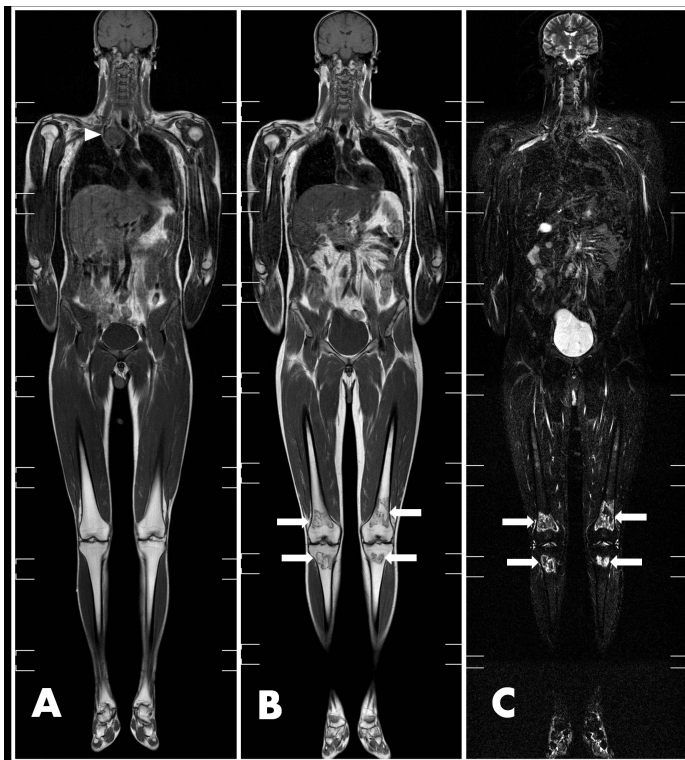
Uomo di 21 anni con Linfoma di Hodgkin. L'immagine T1w coronale (A) prima della terapia mostra una massa mediastinica linfonodale. Le immagini T1w (B) e T2w-STIR (C) coronali dopo il trattamento con 8 BEACOPP evidenziano delle lesioni osteonecrotiche nelle regione metadiafisarie distali dei femori e metadiafisarie prossimali delle tibie (freccie). Queste lesioni erano assenti nella RM-WB eseguita prima del trattamento chemioterapico (A).
